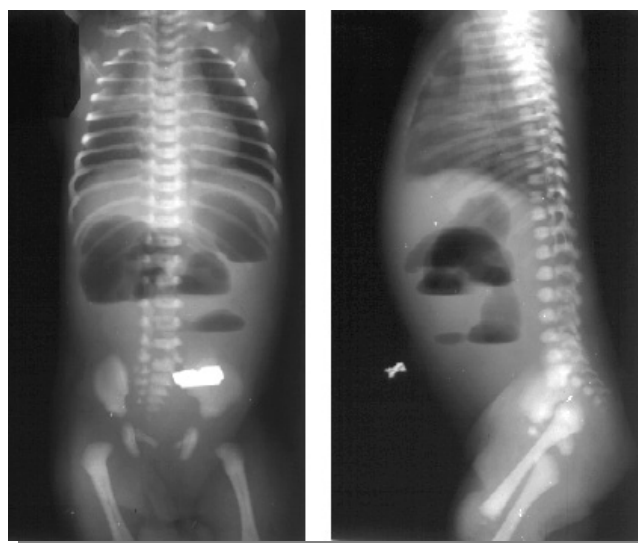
Обзорная рентгенография брюшной полости у новорожденного в двух проекциях. Атрезия тонкого кишечника.
